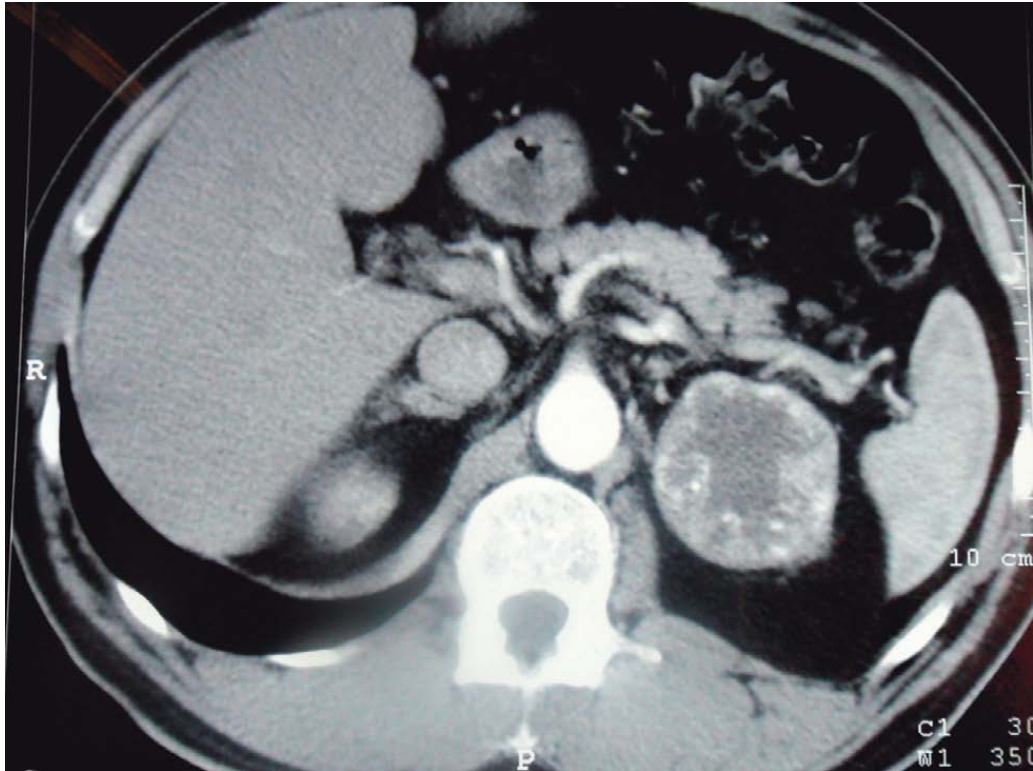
Coupe axiale d'une TDM abdominale montrant une métastase rénale d'un carcinome thyroïdien : lésion isodense, bien limitée, prenant le contraste avec un centre nécrosé du pôle supérieur du rein gauche. (22)
